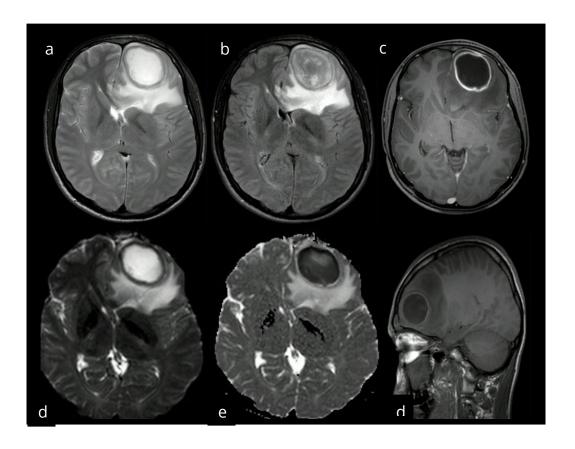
Secuencias T2 (a), Flair (b), T1+Gd (c), DWI (d), ADC (e), T1 (f), en donde se aprecia una lesión circunscrita en el lóbulo frontal izquierdo compatible con un absceso cerebral. Cortesía del autor.
